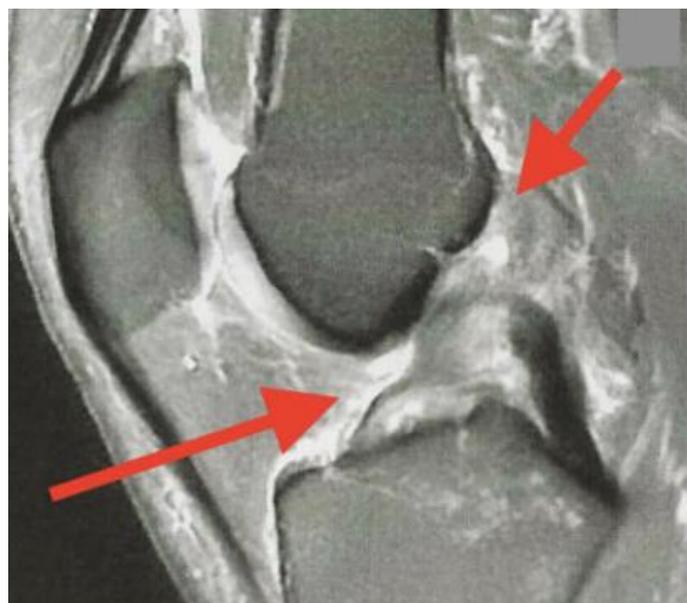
IRM montrant une rupture du LCA (82)
